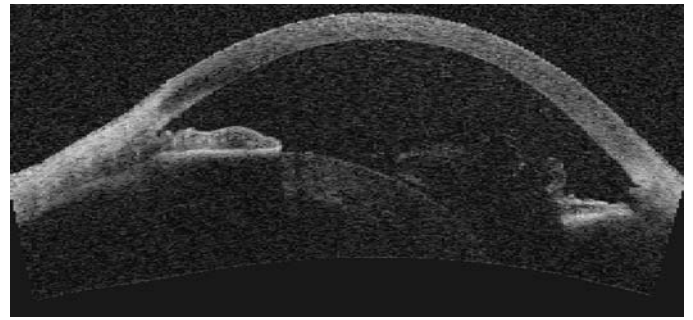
Subluxation postérieure du cristallin en tomographie en cohérence optique ou *optical coherence tomography* (OCT) : bascule postérieure du cristallin avec issue de vitré en chambre antérieure.
